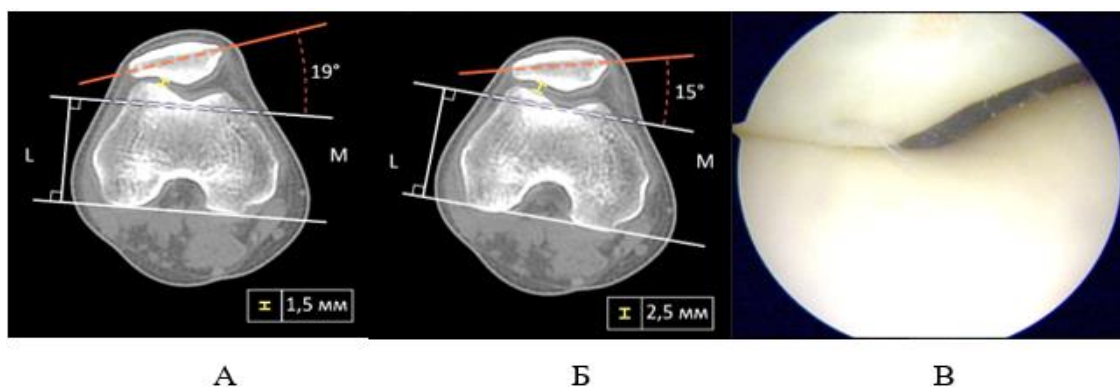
Пациентка П., данные МСКТ до операции (А), после операции (Б) и состояние суставного хряща (В)
